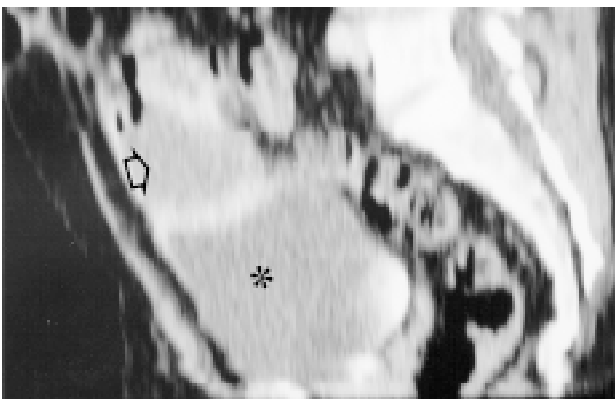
CT reconstruction demonstrating the relationships of the cystic mass (arrow) with the abdominal wall and the bladder (asterisk).
